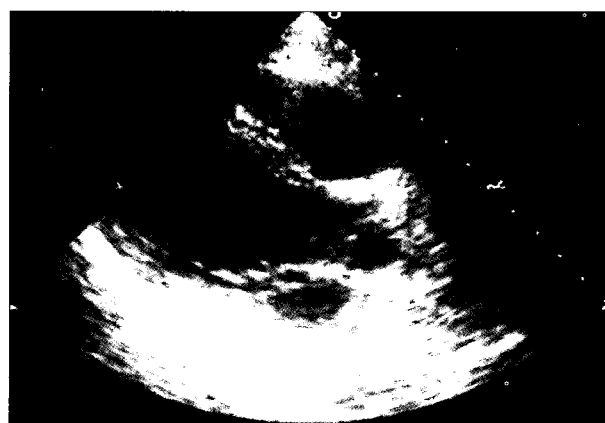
Postoperative echocardiogram 3 months after the operation: There was no sign of remnant tumor or mitral regurgitation due to mitral valvotomy for resection of tumor.
